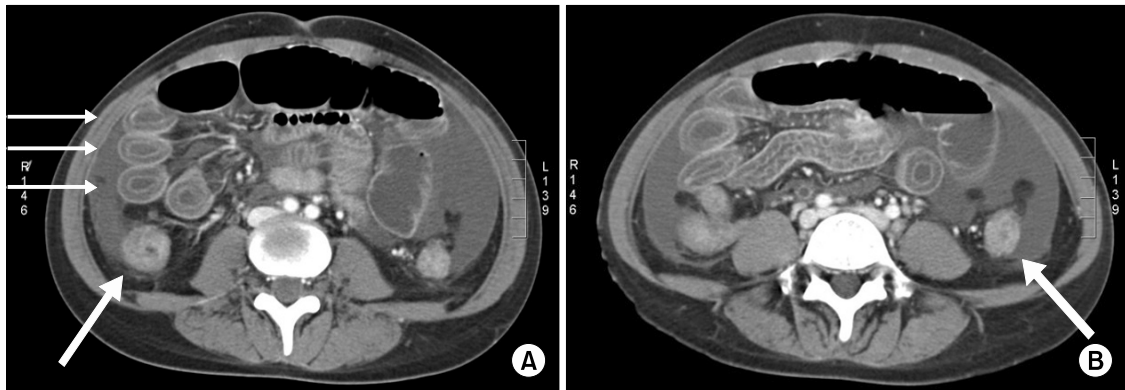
Abdominal pelvic CT on hospital day 3. (A) Abdominal pelvic CT scan shows proximal loop dilatation, ascites, and diffuse submucosal thickening of small bowel with alternating layers of high and low attenuation, so-called “target sign”. (thin arrow; small bowel) Thick arrow represents submucosal wall thickening and enhancement of ascending colon. (B) Abdominal pelvic CT scan shows multiple target signs of small bowel and diffuse submucosal thickening at descending colon. (arrow; descending colon) This finding suggests inflammatory and ischemic changes of the bowels.
